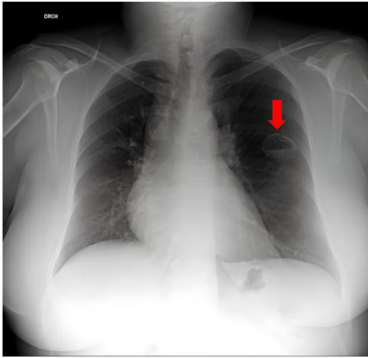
Radiografía de tórax (proyección postero-anterior) donde se observa lesión de aspecto quístico con nivel hidroaéreo y bordes calcificados en segmento apical de lóbulo inferior izquierdo (flecha).
